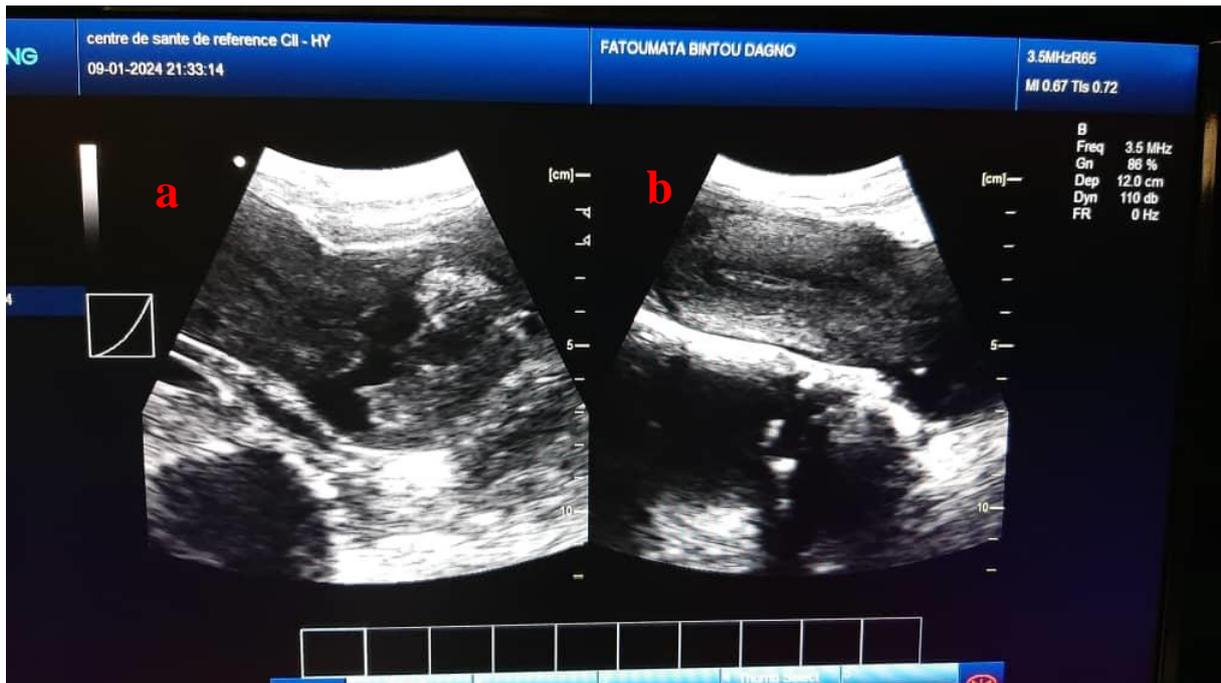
coupe sagittale échographique pubienne
